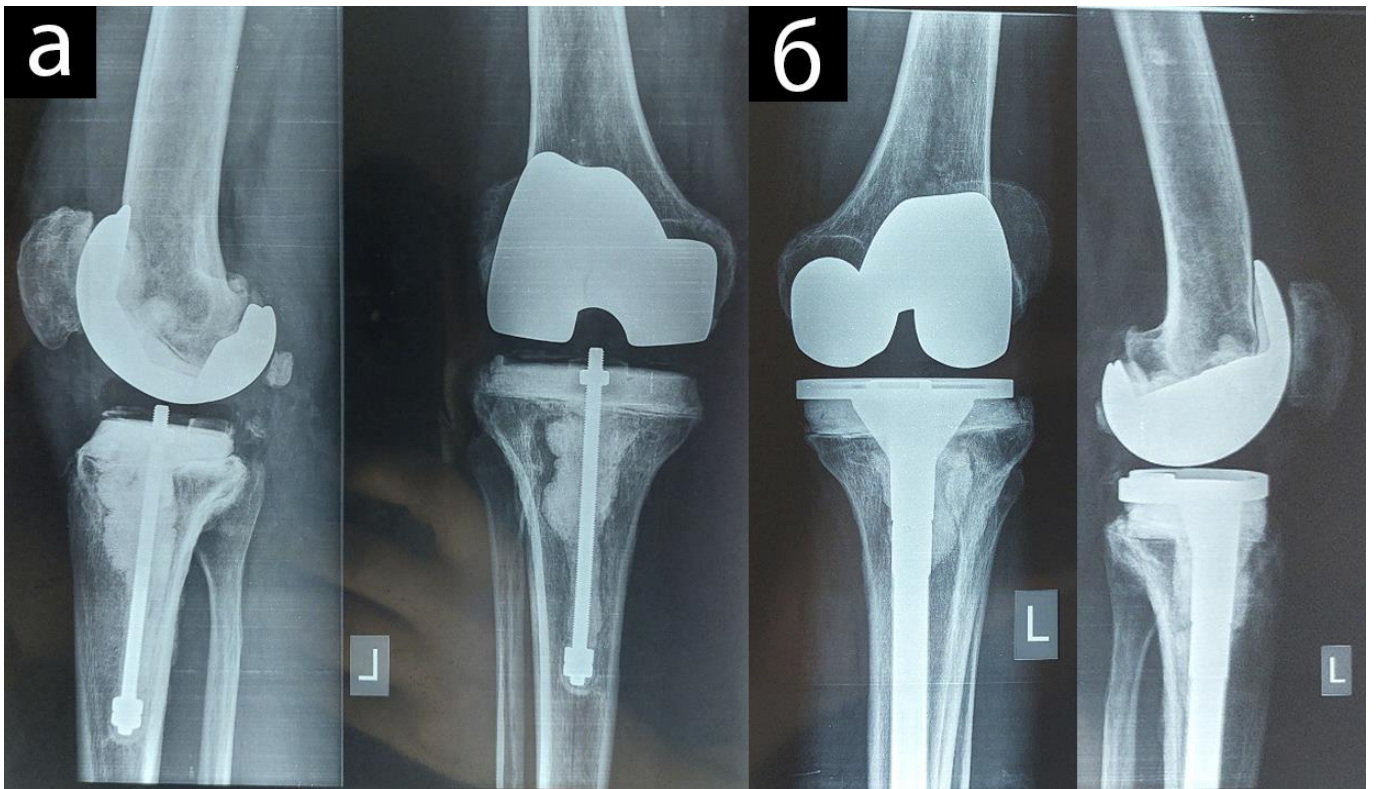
Рентгенография левого коленного сустава до операции в 2-х проекциях (а). Рентгенография в 2-х проекциях через 6 месяцев после операции, визуализируются компоненты эндопротеза коленного сустава, цементный аугмент медиального и латерального мыщелков большеберцовой кости (б)
